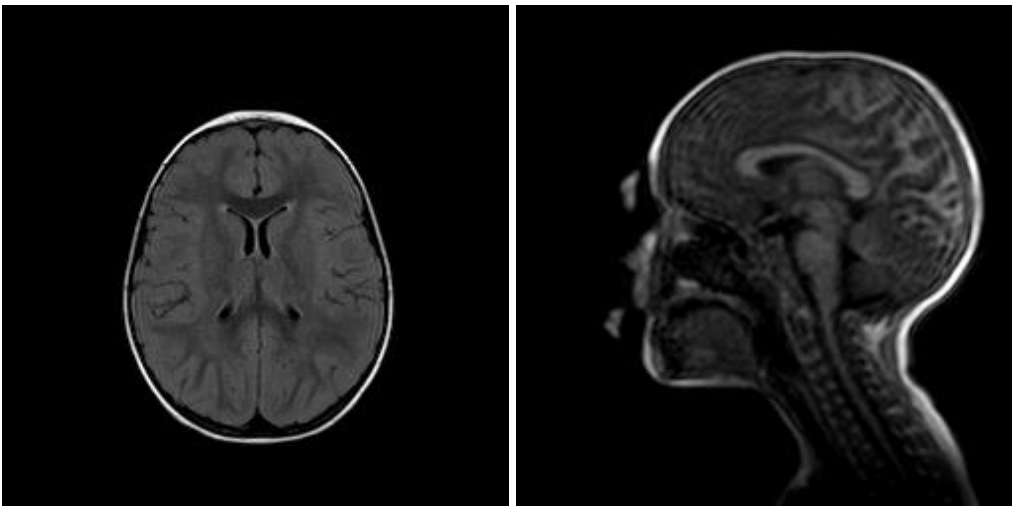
Paziente 9: aspetto RM normale.
